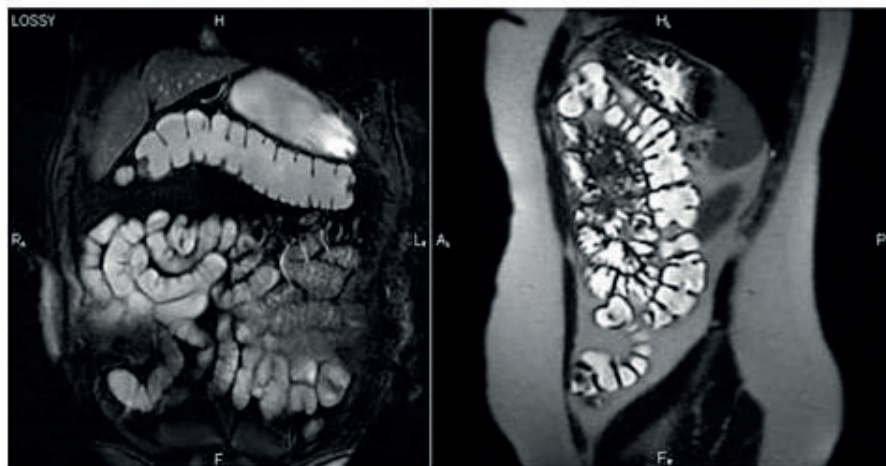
МРТ товстої та тонкої кишки в коронарній проекції в режимі STIR у сагітальній проекції (режим T2 ВІ). Чітко визначається просвіт кишки. Точно визначається товщина стінок товстого й тонкого кишечника
